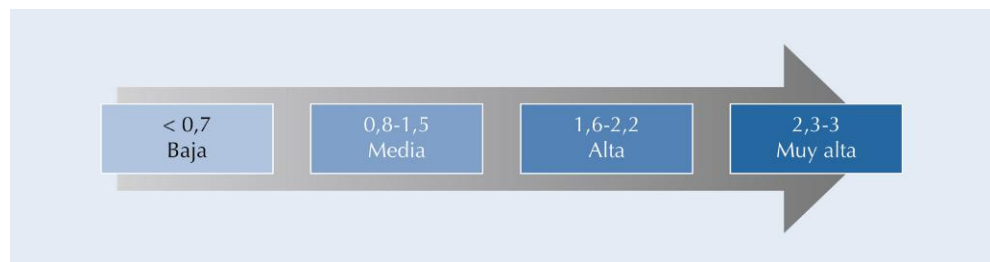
Gama de intensidades del ultrasonido pulsátil.
